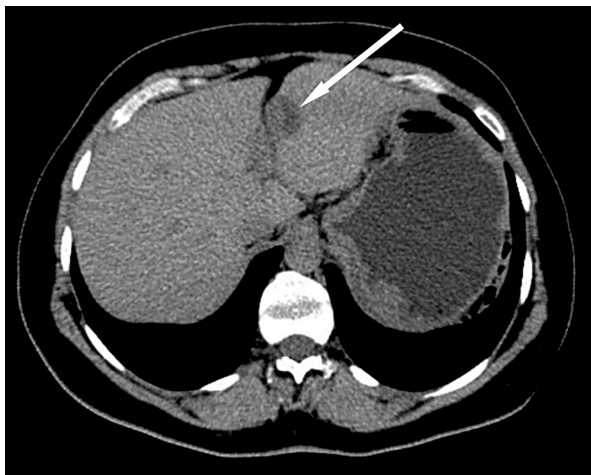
Tomografia komputerowa jamy brzusznej: odcinkowe pogrubienie ściany żołądka w okolicy podwypustowej przechodzące na tylną ścianę o wymiarach 46 × 25 mm
